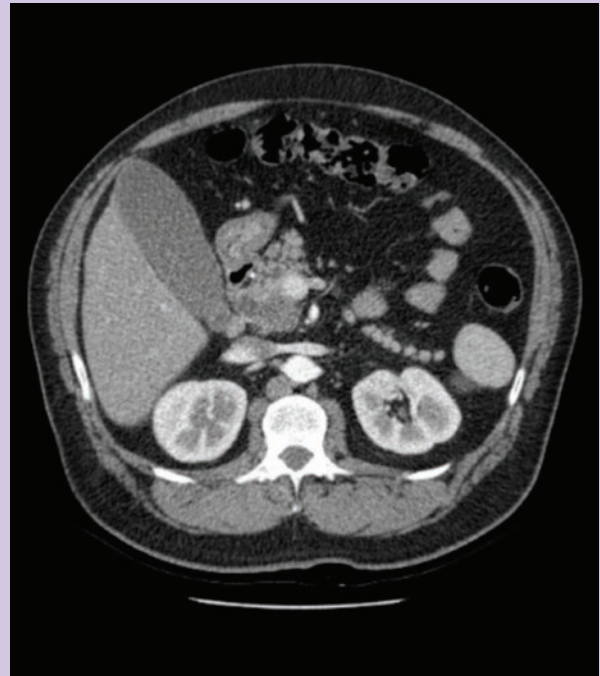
TC de abdome corte transversal em fase de equilíbrio, evidenciando lesão expansiva de limites irregulares em região de cabeça de pâncreas com dilatação de vias biliares e íntima relação com tronco portal.
